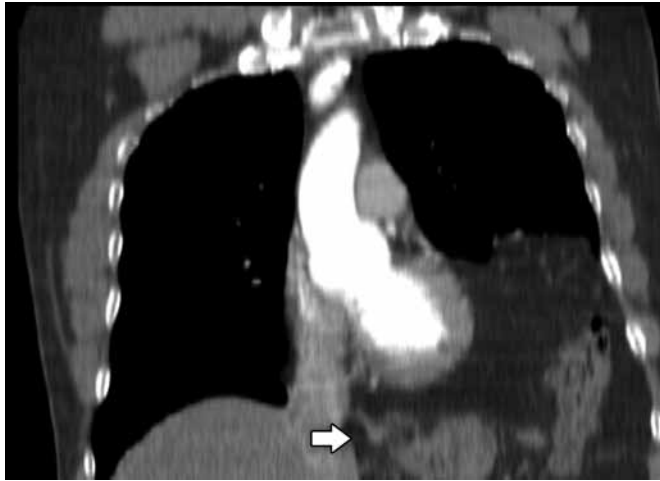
Mujer de 66 años de edad. Accidente automovilístico. Politraumatismo. Mediante el TAC de tórax se hace una reconstrucción coronal que evidencia un defecto de continuidad en el hemidiafragma izquierdo con encurvamiento del borde libre. Paso de asas intestinales a la cavidad torácica.
